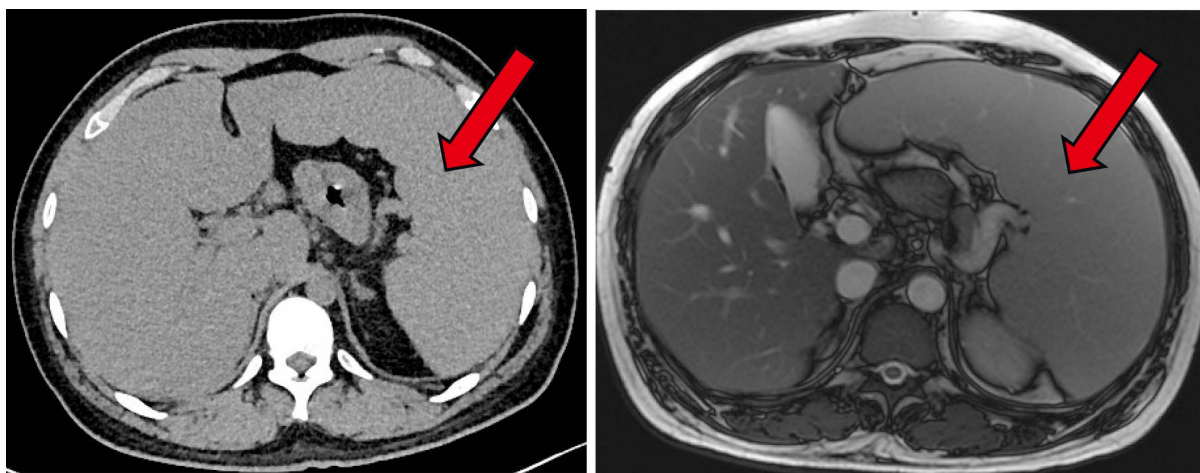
Splenomegaly can be seen in total abdominal CT (left) and total abdominal MRI (right) on admission
